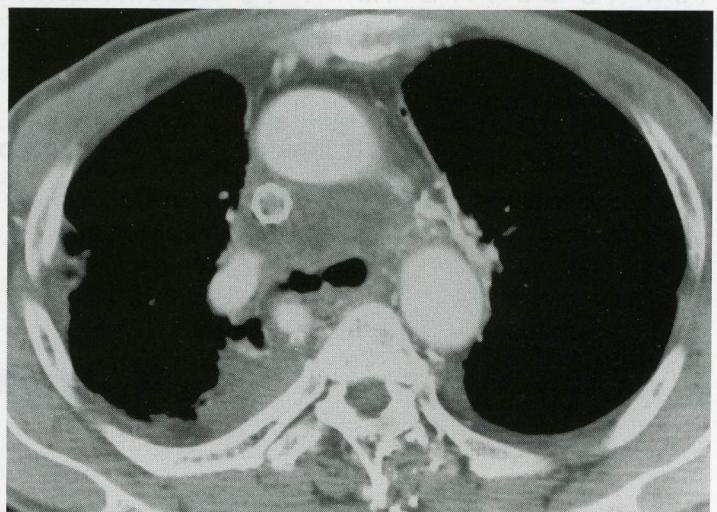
Follow up CT scan revealed enlarged tumor encroaching stent inserted SVC. The lumen of stent was completely obliterated.
